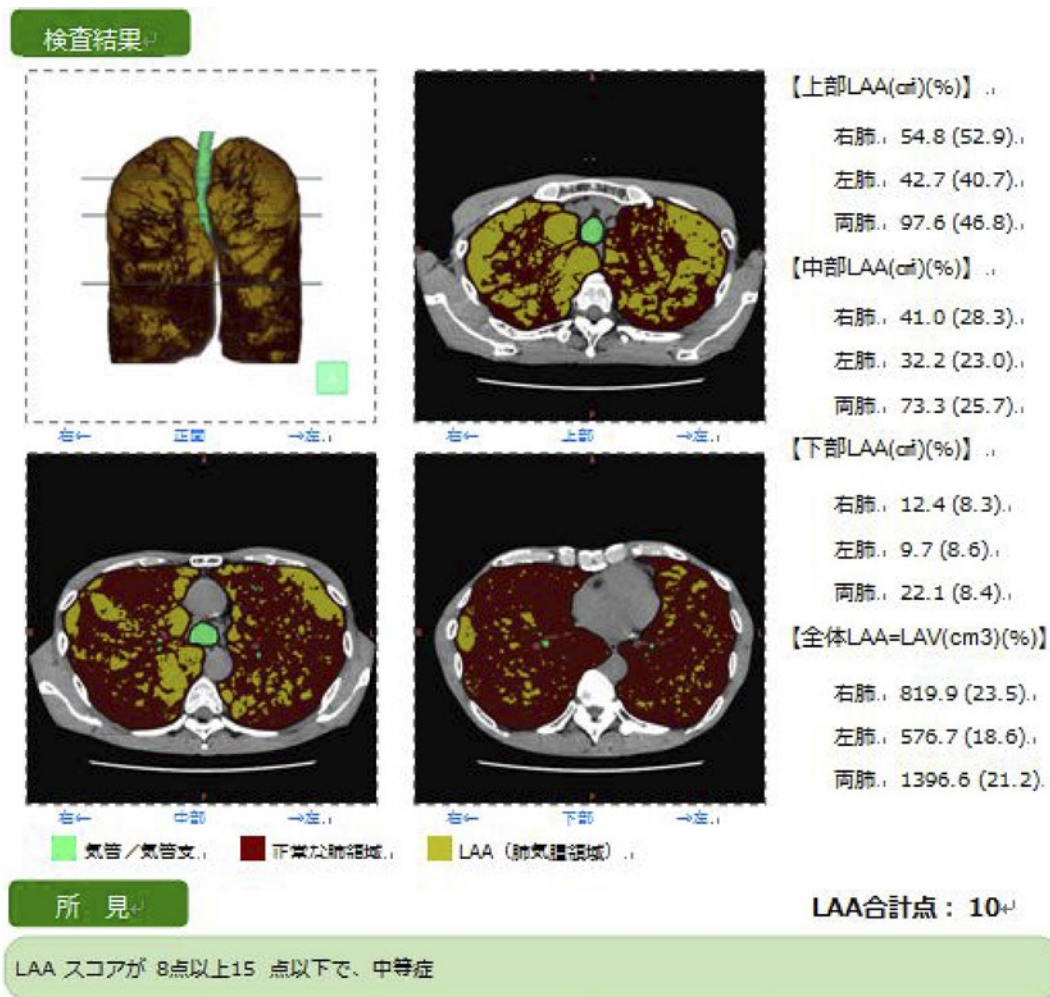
Lung Vision®にて評価したCT画像結果。上中下肺野にわかれLAAの割合を評価し、LAVとLAA total pointもコンピューターにて自動解析にて算出することができる。
